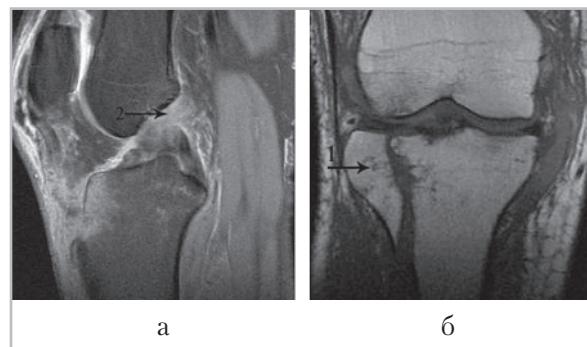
МР-томограммы правого коленного сустава (*a* – сагиттальная плоскость; *б* – фронтальная плоскость). Внутрисуставной раскалывающий перелом наружного мыщелка большеберцовой кости (1). Полный разрыв передней крестообразной связки (2)
